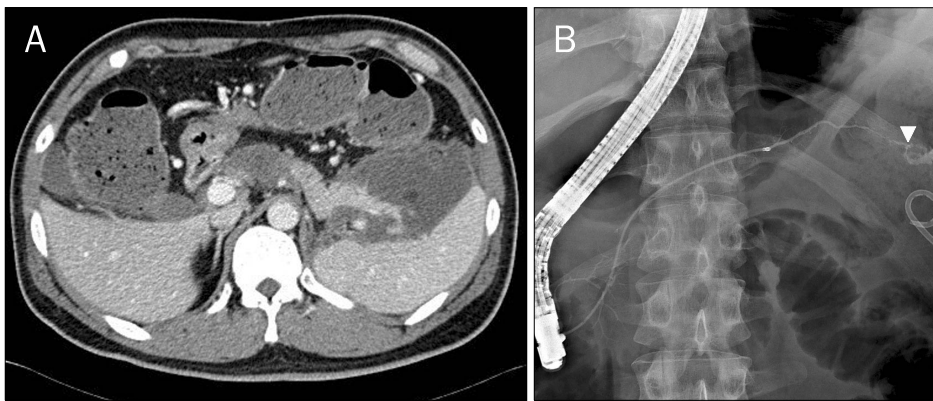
(A) Abdominal CT showed fluid collection surrounded by enhanced wall, suggesting pseudocyst. (B) Endoscopic retrograde pancreatography showed pancreas duct leakage (white arrowhead) at the pancreas tail.
